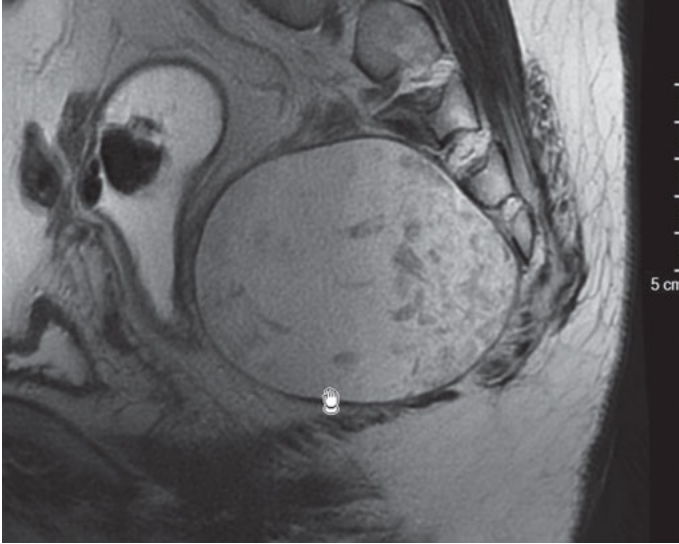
Becken-MRI einer Epidermoidzyste.
